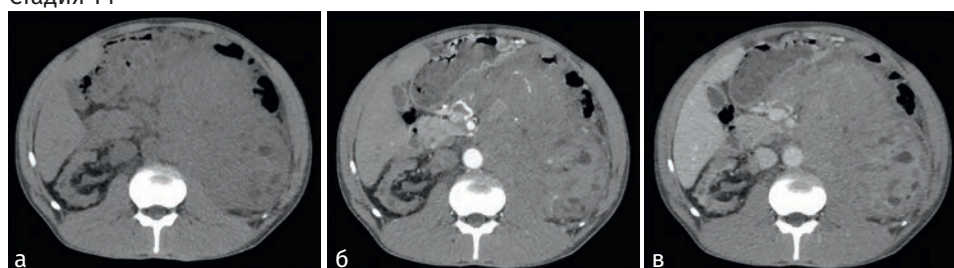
Окончание. Компьютерные томограммы почки с опухолью. Стадия T3: а — опухоль левой почки в нативную фазу, стадия T3a, аксиальная проекция; б — опухоль левой почки в кортико-медуллярную фазу, стадия T3a, аксиальная проекция; в — опухоль левой почки в нефрографическую фазу, стадия T3a, аксиальная проекция; г — опухоль левой почки в урографическую фазу, стадия T3a, коронарная проекция. Стадия T4: а — опухоль левой почки в нативную фазу, стадия T4, аксиальная проекция; б — опухоль левой почки в кортико-медуллярную фазу, стадия T4, аксиальная проекция; в — опухоль левой почки в нефрографическую фазу, стадия T4, аксиальная проекция
